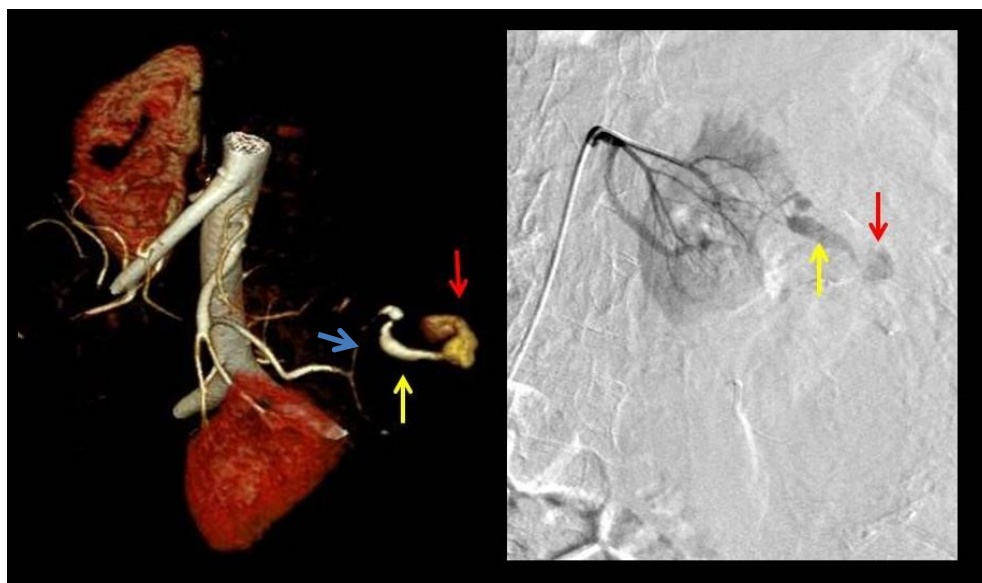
Reconstrucción VR de angio-TC abdomino-pélvico (izquierda) y arteriografía renal izquierda (derecha). Se objetiva una arteria aneurismática (flecha amarilla) que depende de una arteria interpolar renal que es de calibre normal (flecha azul) con extravasación activa de contraste (flecha roja).
